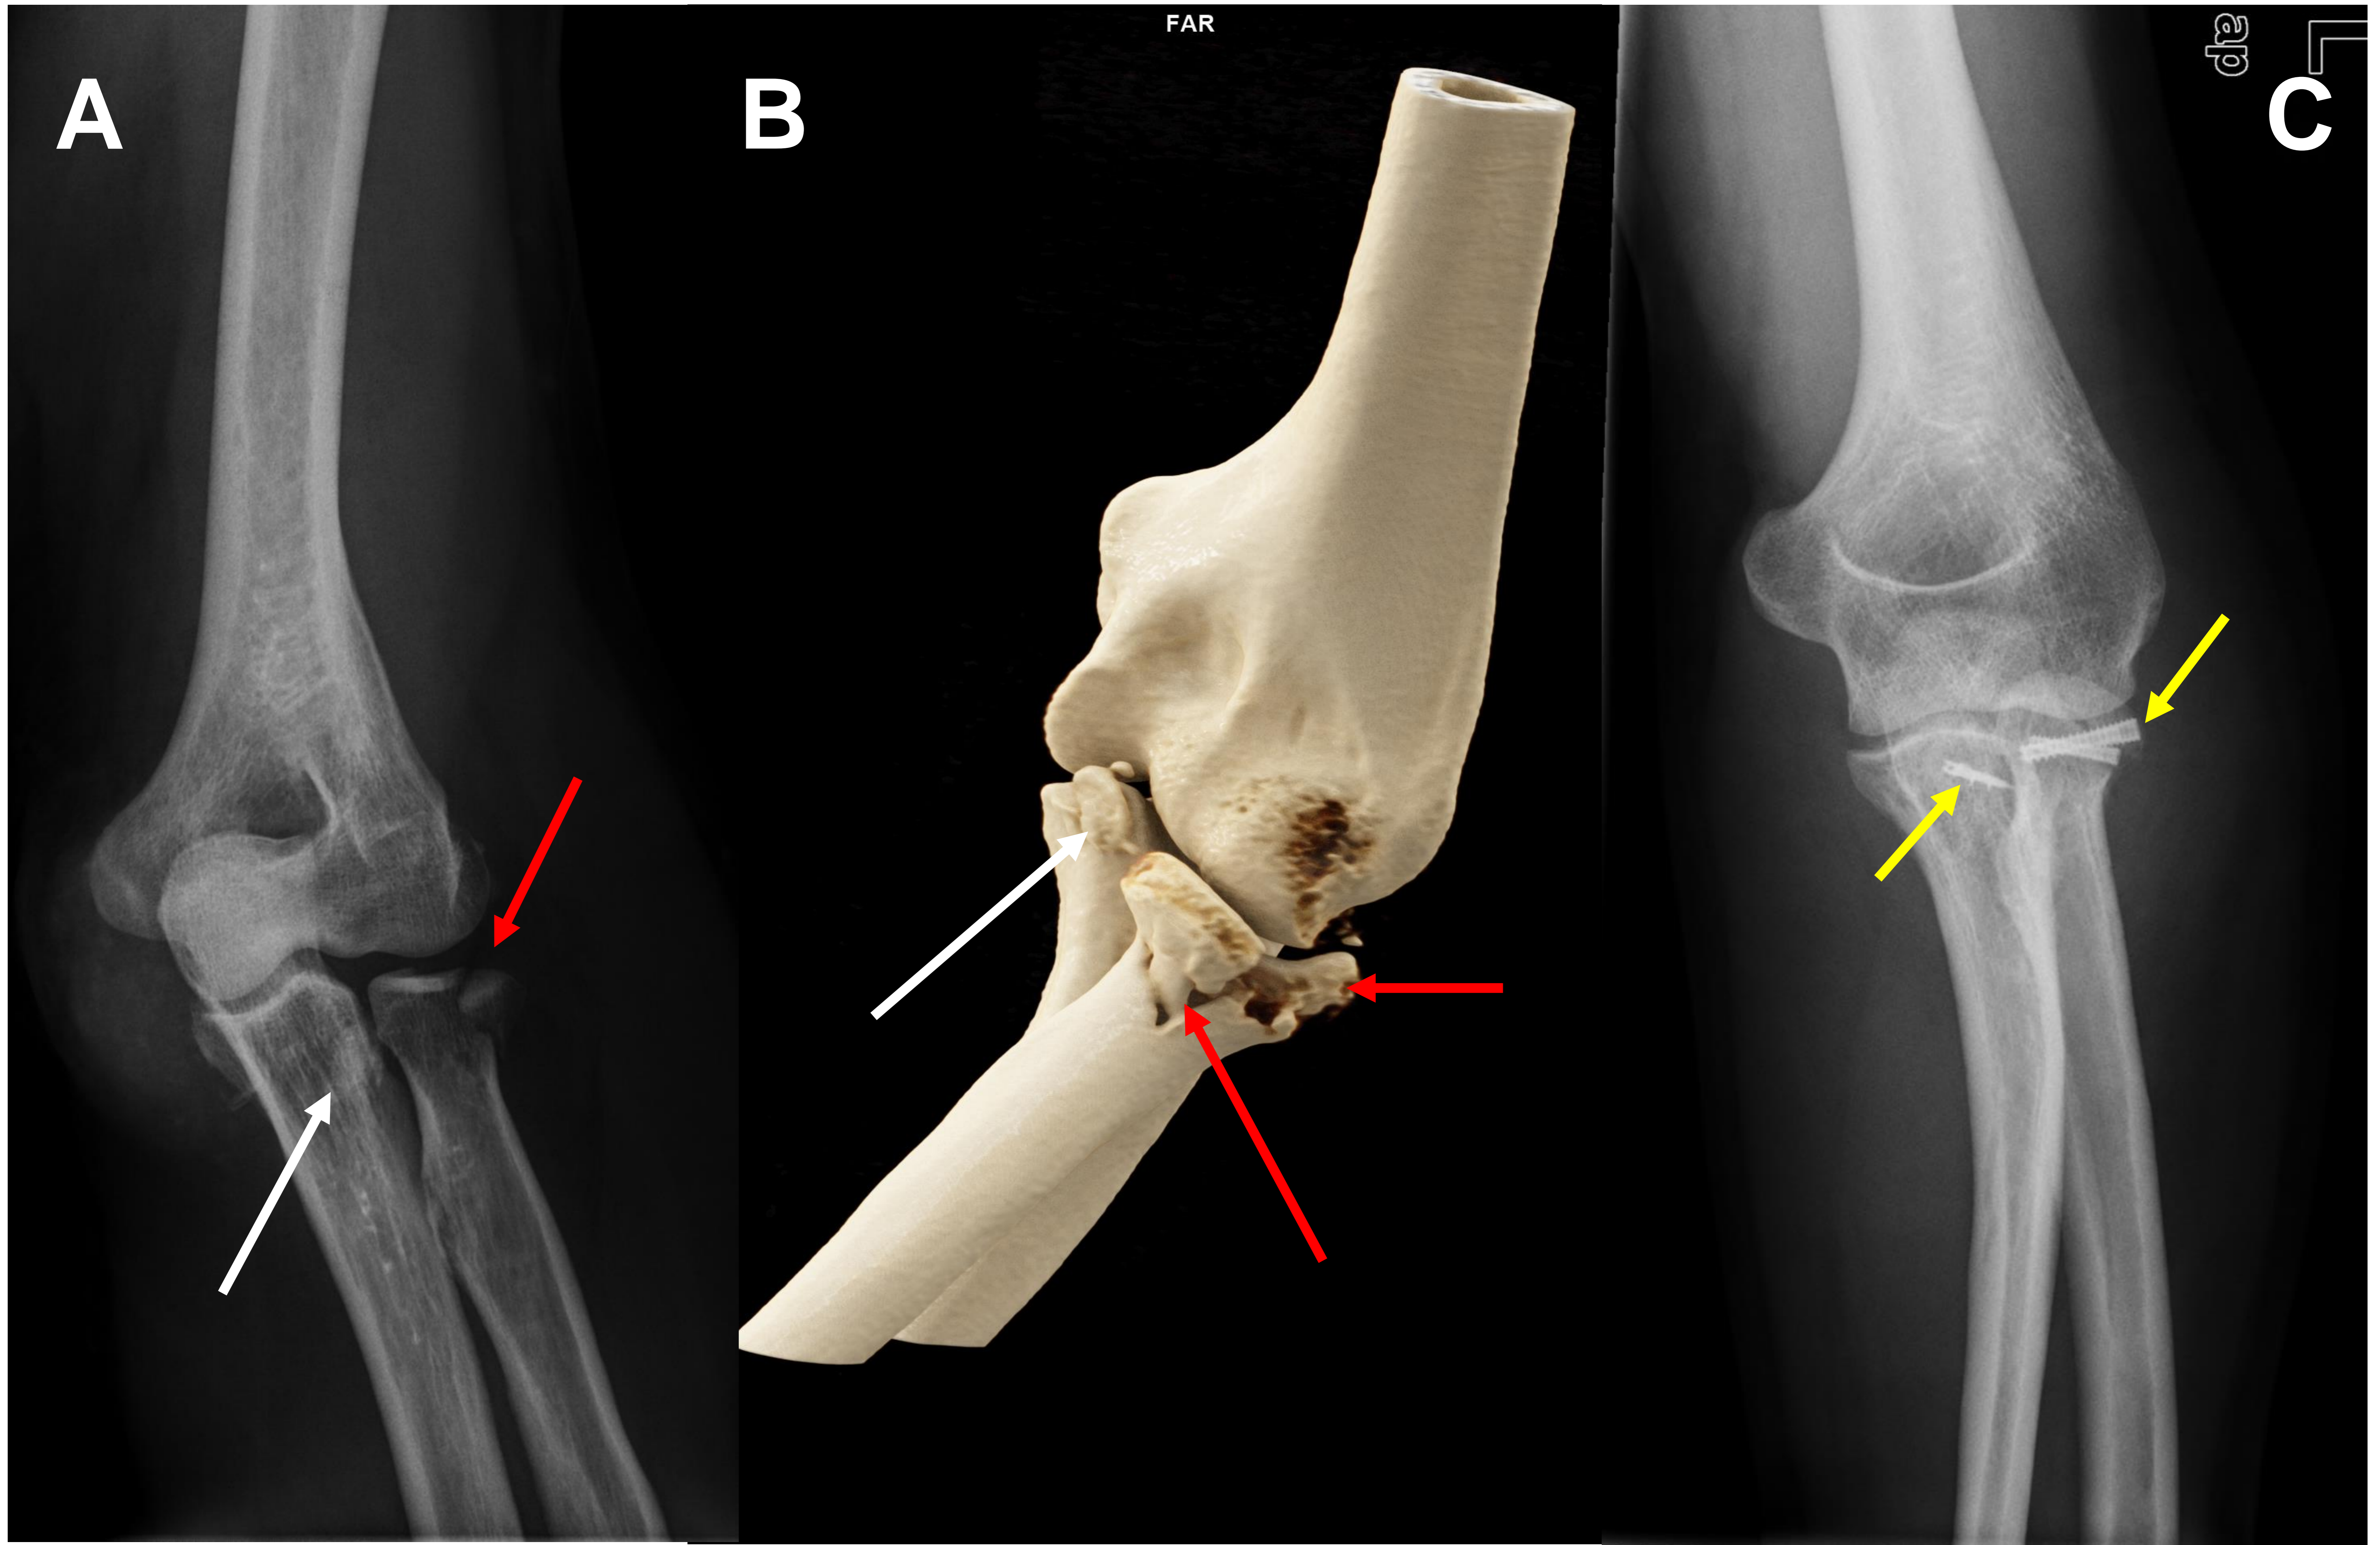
A) Radiografía AP de codo izquierdo visualizando fractura desplazada tipo II de Mason (flecha roja), con fractura asociada de la apófisis coronoides del cubito (flecha blanca), en mujer de 36 años.
